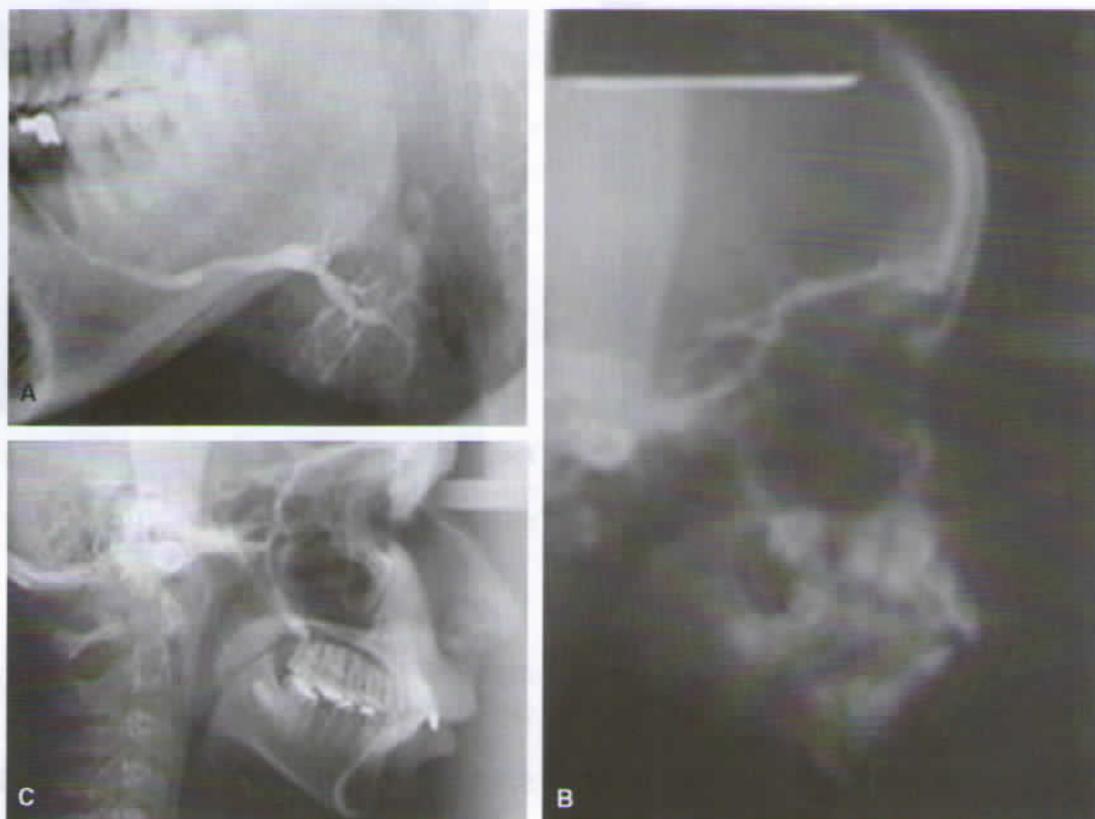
Sialografia de glândula submandibular (A) e telerradiografia (B – perfil duro; C – perfil mole).
